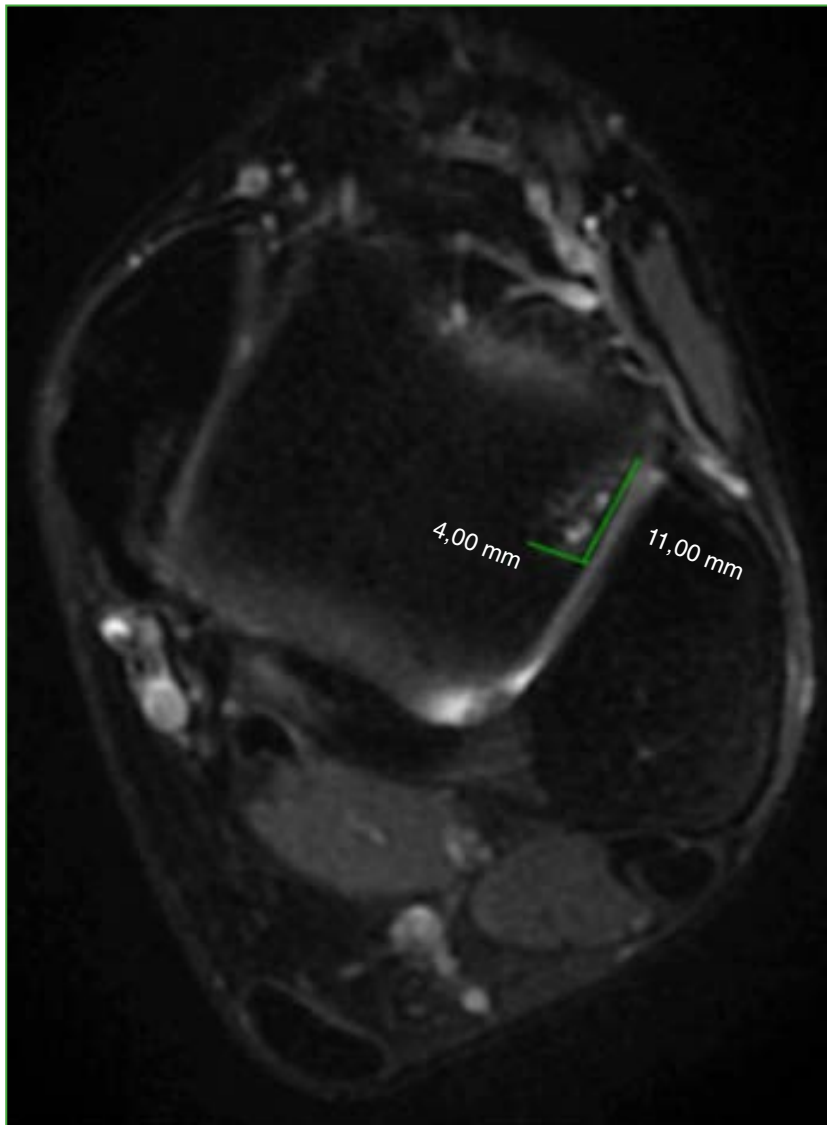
Resonancia magnética de tobillo, corte axial. Lesión osteocondral de 11,0 mm x 4,0 mm (línea verde).
